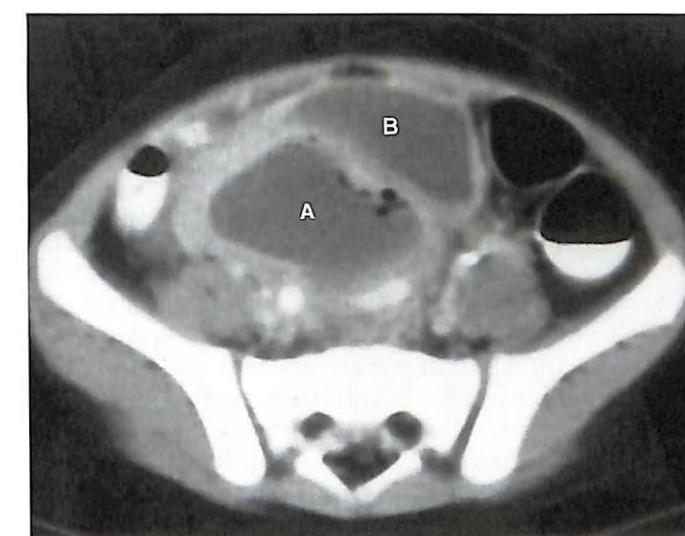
Перфоративный аппендицит. При КТ таза определяется скопление жидкости с толстой стенкой и низким коэффициентом затухания, расположенное за мочевым пузырем (В), представляющее собой аппендикулярный абсцесс (А).
